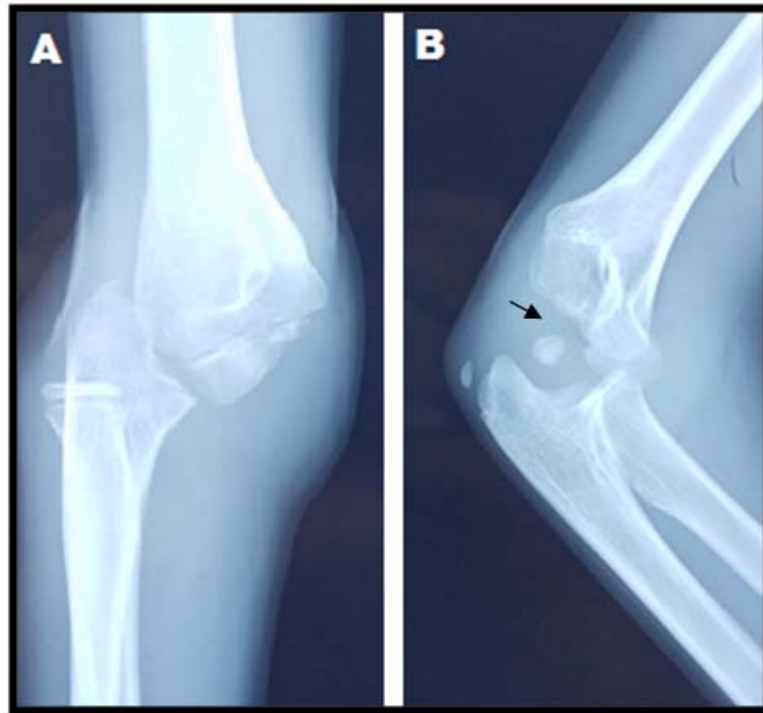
Radiographie du coude droit de face (A) et de profil (B) objectivant une luxation post-traumatique postéro-latérale associée à une fracture de l'épitrôchlée chez un enfant de 12 ans suite à un AVP.
